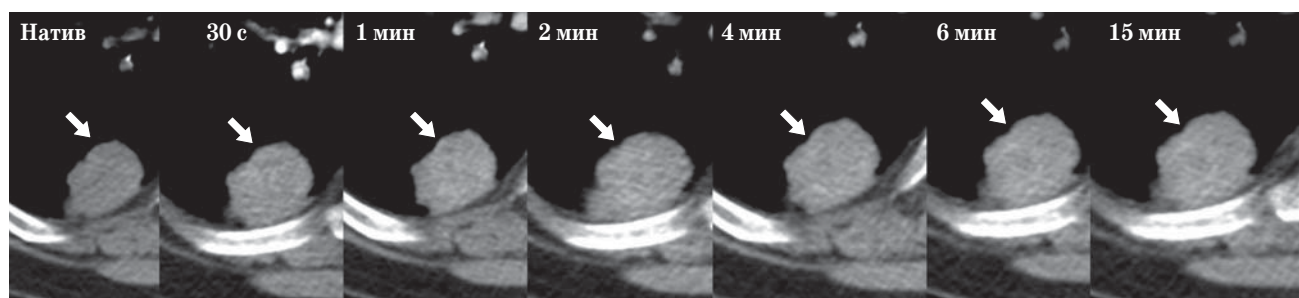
Динамическая КТ легких. Равномерный характер накопления КВ в очаге (указано стрелкой).
